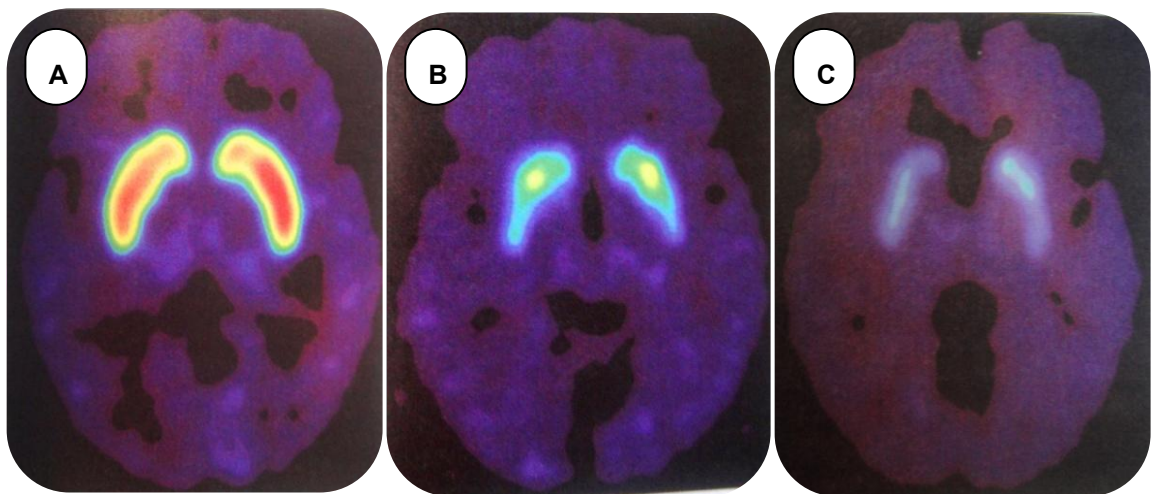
A Imagen de PET de control de un sujeto normal. B Paciente asintomático con Enfermedad de Huntington diagnosticada. C Paciente con manifestaciones y diagnóstico confirmado de Enfermedad de Huntington. ²³
